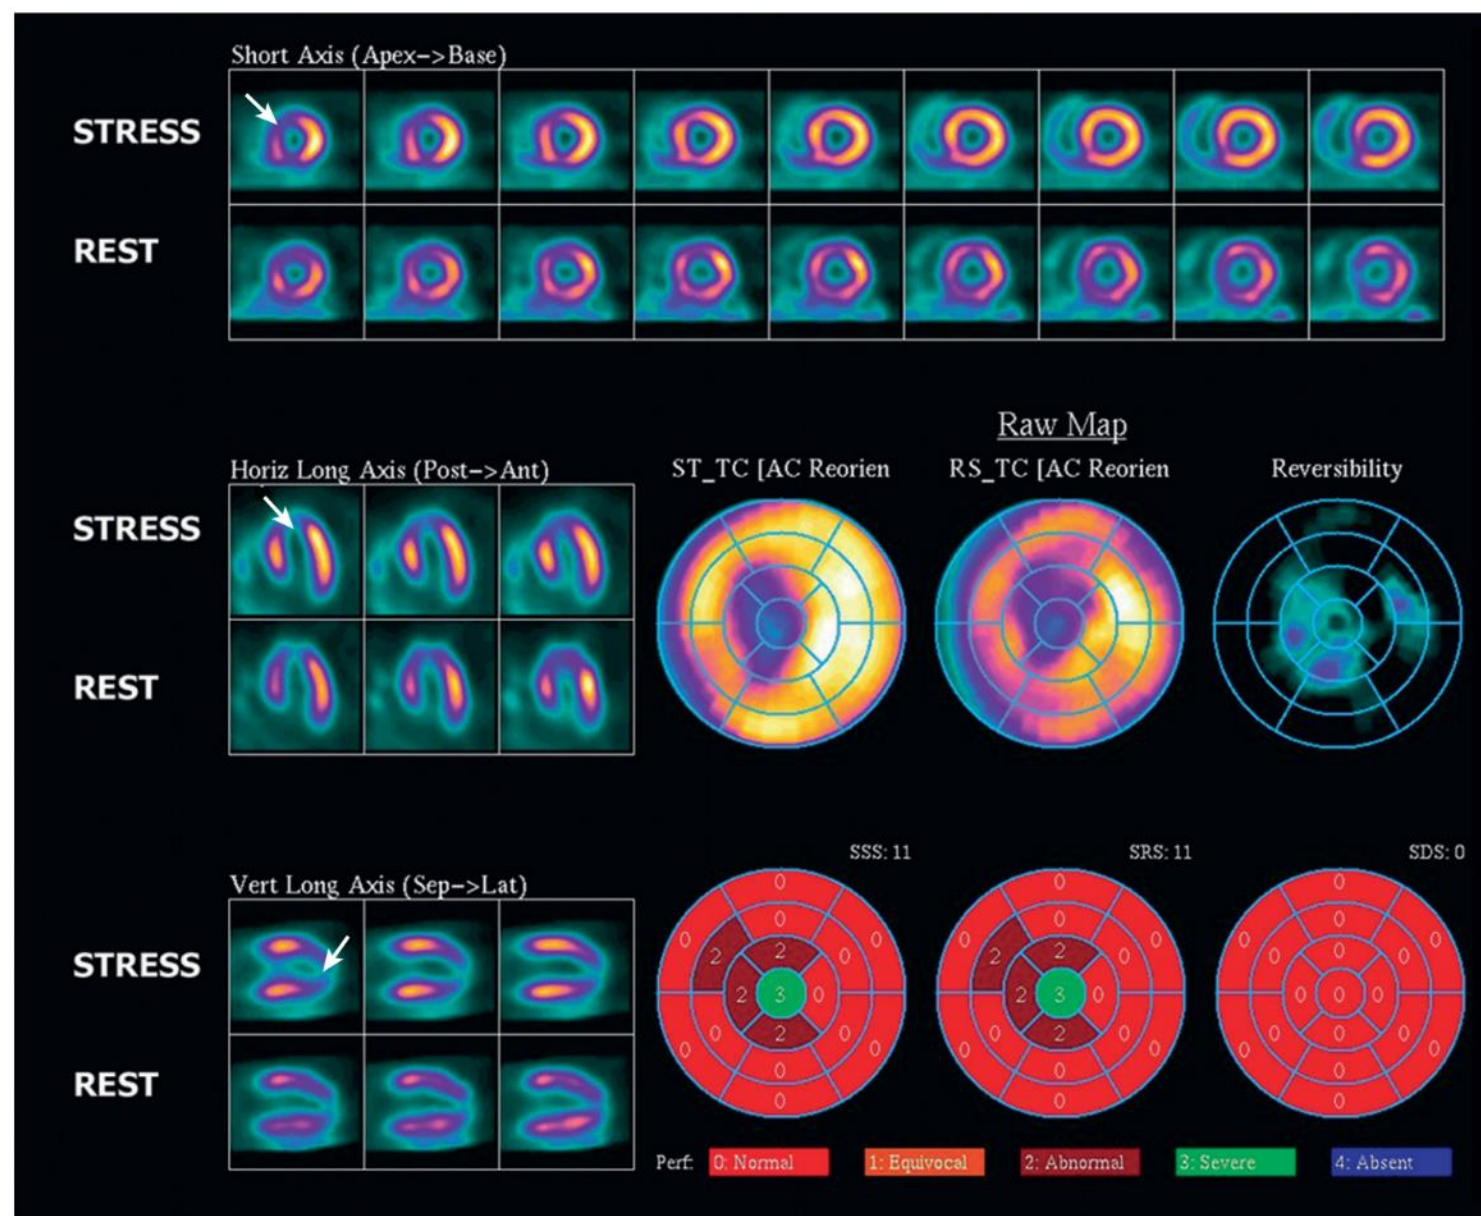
Single photon emission computed tomography (SPECT) technetium-99m sestamibi exercise stress study. A midsize myocardial perfusion defect is evident in the anteroseptal and apical walls during stress (*white arrows*) without reversibility on the resting study, indicating scar.
